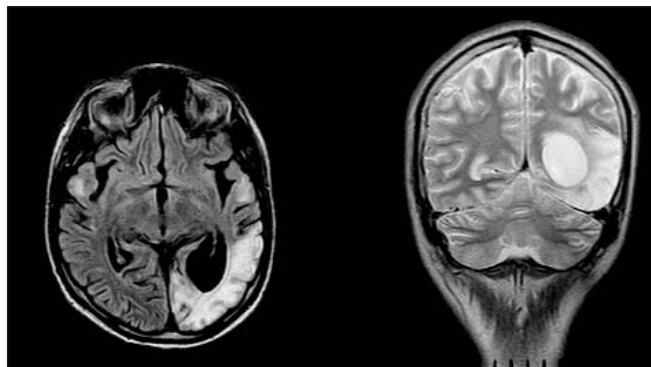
МРТ головного мозга в режимах FLAIR и T2 ВИ (февраль 2011 г.). Наблюдается очаг повышенной интенсивности сигнала в кортико-субкортикальных отделах левой затылочной доли
